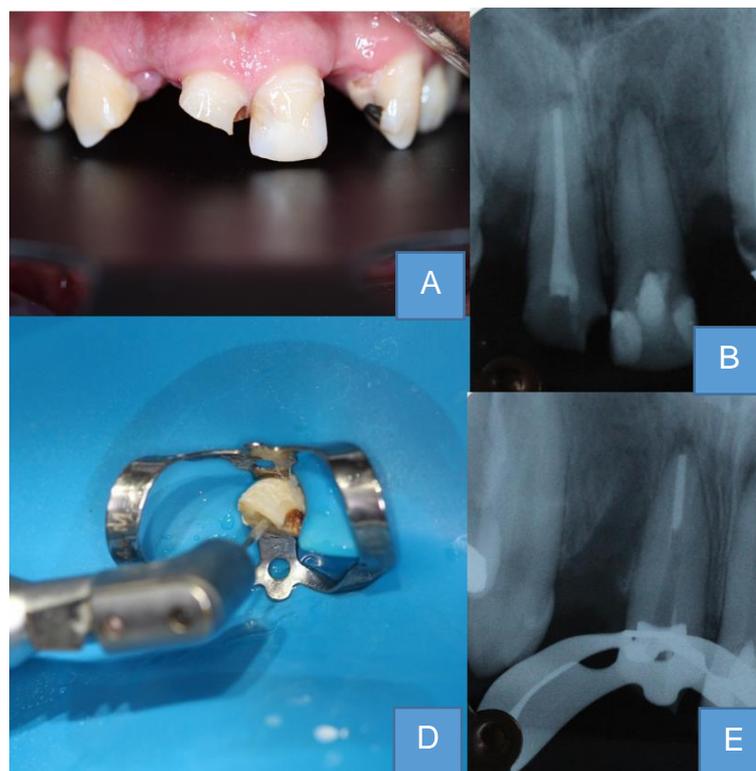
Desobturação do conduto radicular. A: Fotografia inicial. B: Radiografia inicial. C: Desobturação de 2/3 da raiz. D: Radiografia de confirmação pós-desobturação.
